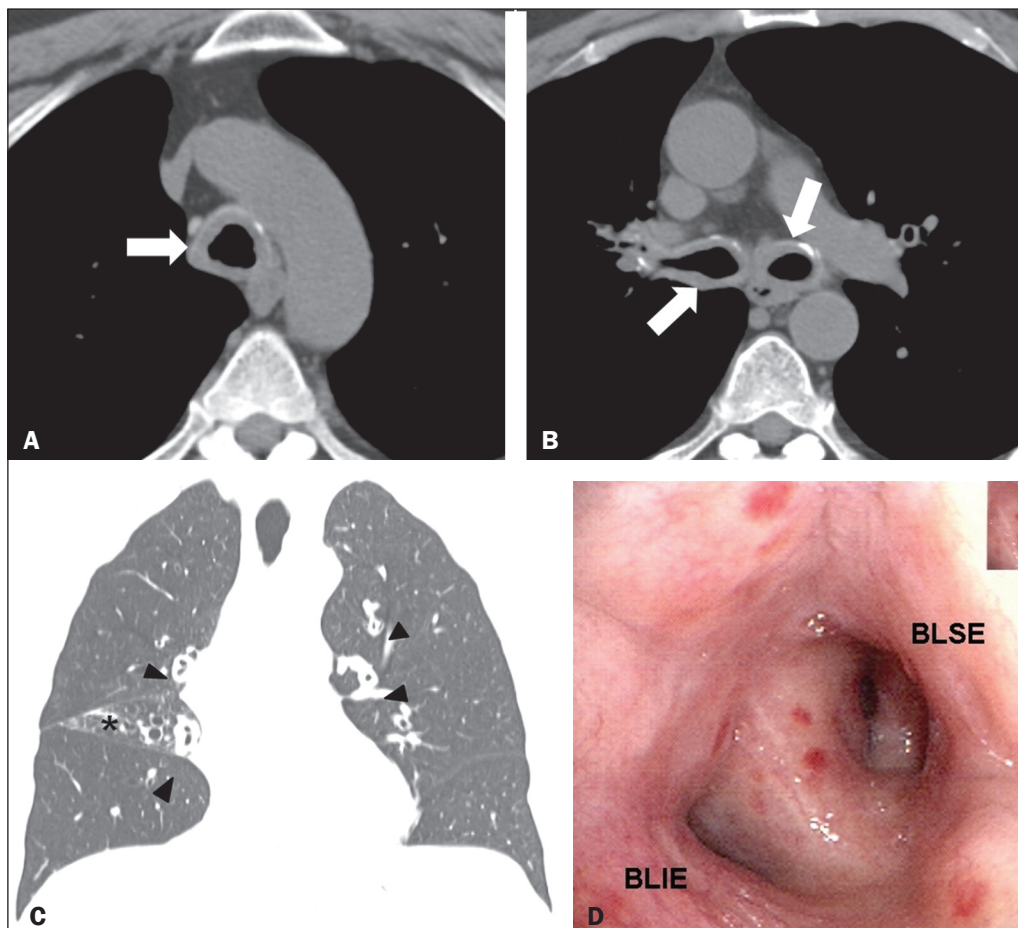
A,B: Imagens axiais de tomografia do tórax em janela de mediastino, sem administração do meio de contraste, ao nível da traqueia proximal (A) e abaixo da carina (B) mostram importante espessamento parietal concêntrico regular e com discretas calcificações comprometendo a traqueia e brônquios principais (setas). C: Imagem coronal de tomografia do tórax em janela de pulmão mostra espessamento parietal regular comprometendo brônquios segmentares e subsegmentares (cabeças de setas). Sinais de perda volumétrica do lobo médio (asterisco) por redução luminal do respectivo brônquio lobar (não demonstrada na imagem). D: Imagem de broncoscopia demonstra redução na luz brônquica por infiltração na mucosa, concêntrica e difusa, com coloração amarelo-acinzentada, determinando alargamento da carina secundária. BLSE, brônquio do lobo superior esquerdo; BLIE, brônquio do lobo inferior esquerdo.
